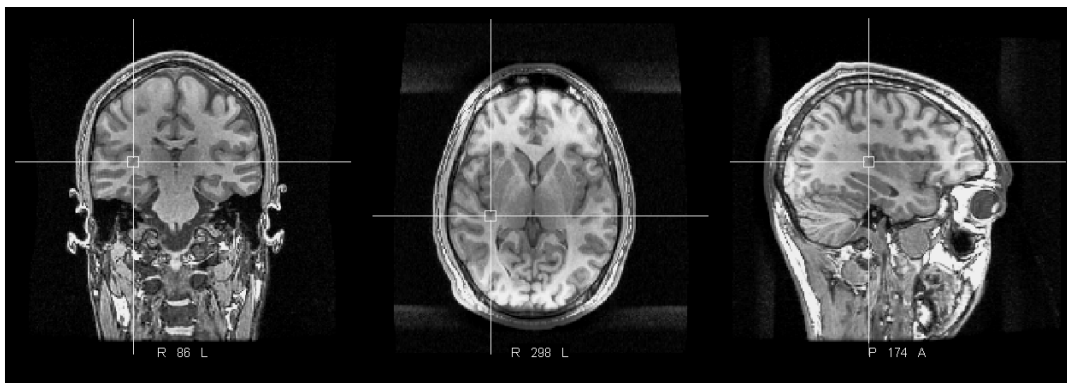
IRM anatomique haute définition selon les trois plans de coupe frontal, transverse et sagittal (de gauche à droite).
